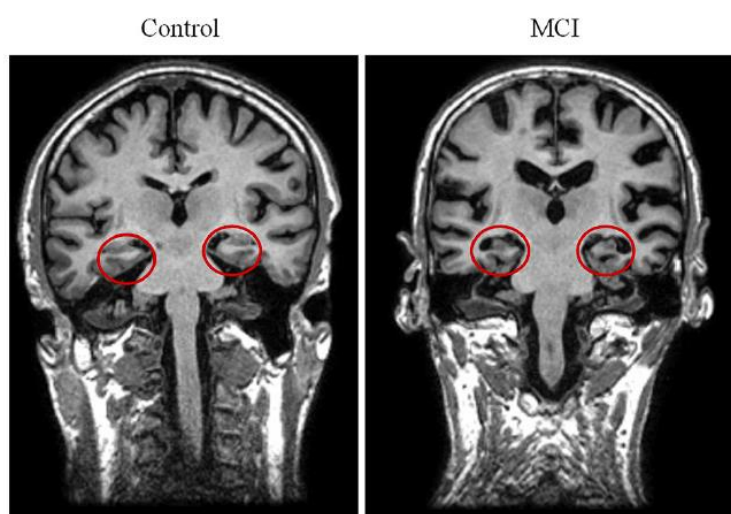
Imaxe MRI que ilustra a diminución de volume e atrofia das rexións hipocampais nos suxeitos DCL (Aurtenetxe et al., 2016).
